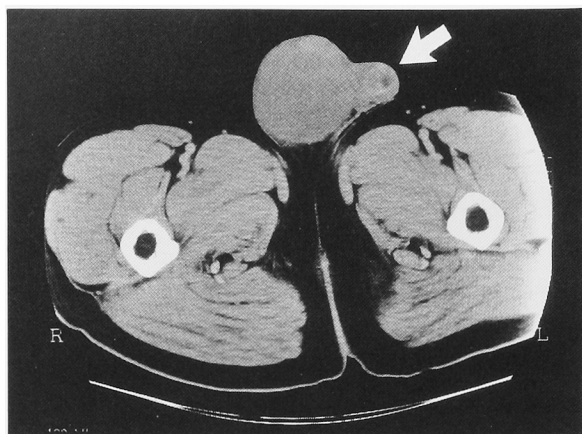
Enhanced CT shows low-density tumor of the right testis and slightly-high-density mass in the left testis (arrow).
